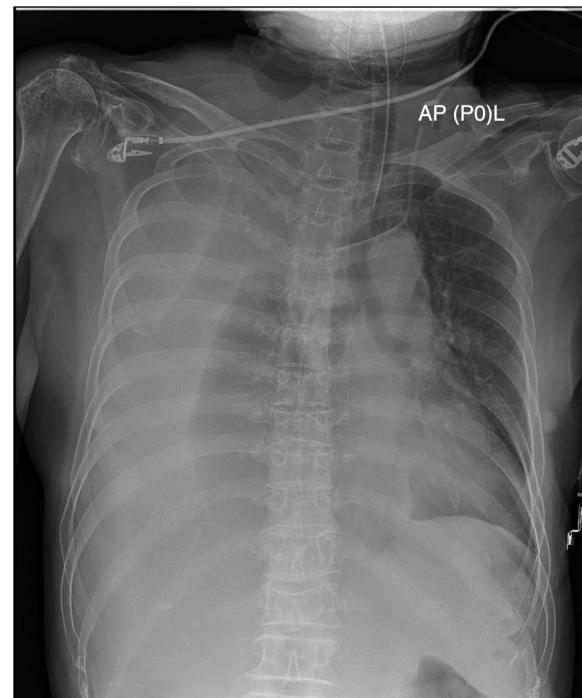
Radiografia de tórax. Mostra um grande hemotórax na cavidade torácica direita.
